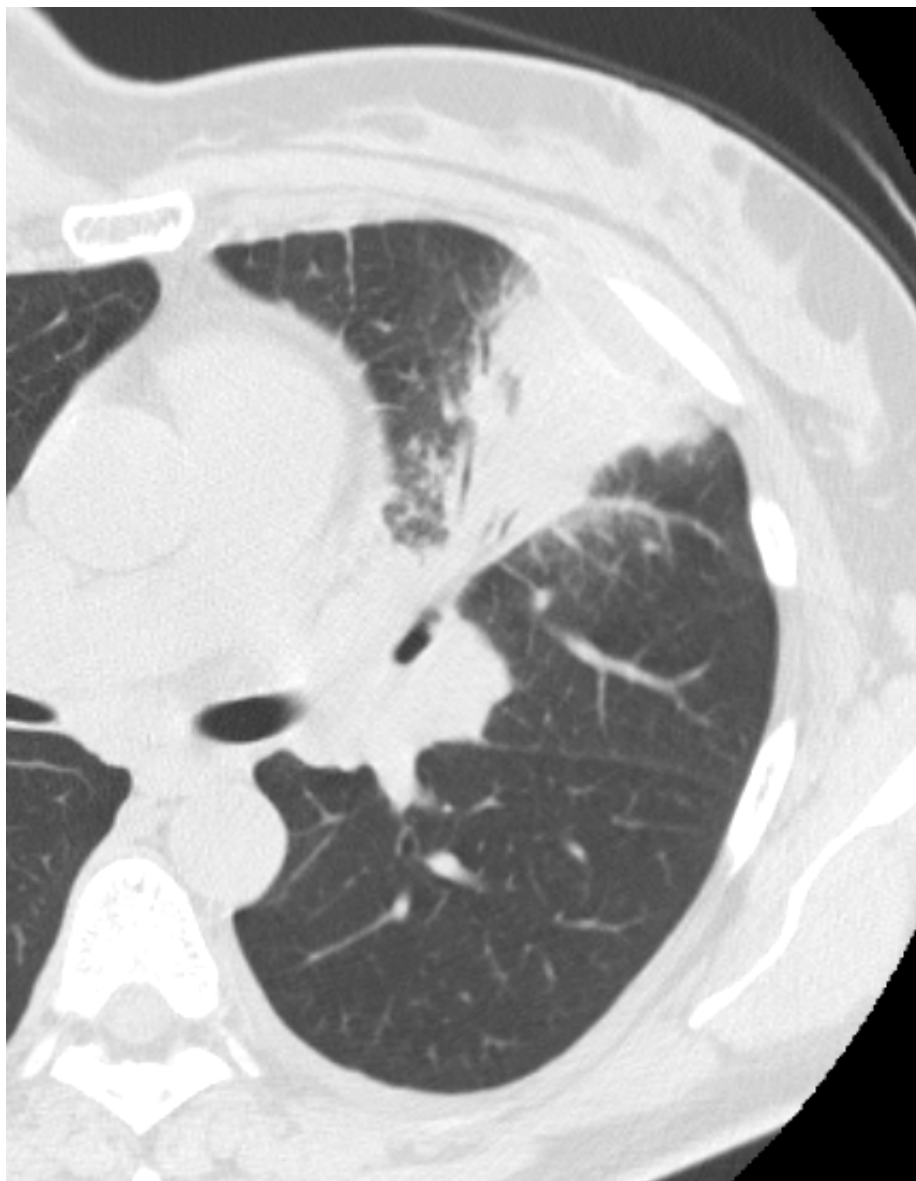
20XX 年 12 月 7 日の CT 画像
